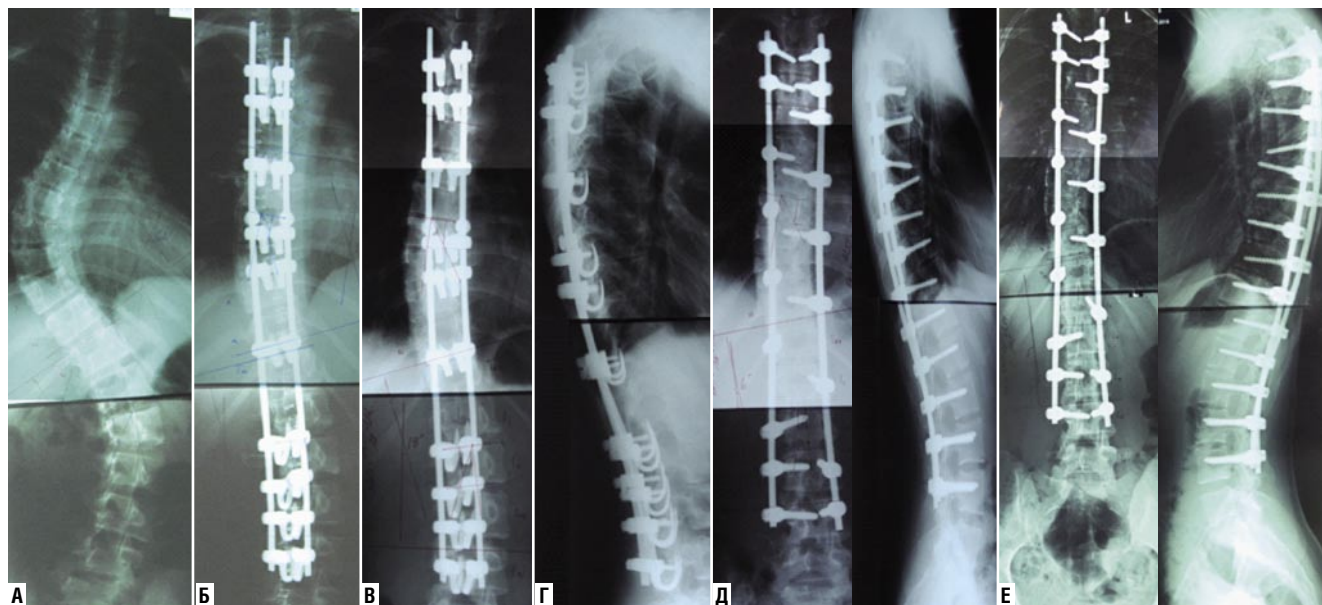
Результат хирургического лечения пациентки 13 лет с AIS IIICN по Ленке. А — рентгенография позвоночника в прямой проекции до операции: угол основной дуги 63°, добавочной 52°. Б — рентгенография позвоночника в прямой проекции после установки растущей конструкции LSZ. Угол основной дуги 23°, добавочной дуги — 14°. В — рентгенография позвоночника в 2-х проекциях через 3 года с момента установки LSZ. Отмечается укорочение проксимального и дистального концов пластины (красные стрелки). Угол основной дуги 28°, добавочной — 18°. Г — рентгенография позвоночника в 2-х проекциях после замены растущей конструкции LSZ на транспедикулярную систему. Угол основной дуги 18°, добавочной дуги 6°. Д — рентгенография позвоночника в 2-х проекциях на контрольном осмотре через 5 лет после 2-й операции. Угол основной дуги 16°, добавочной дуги — 3°.
